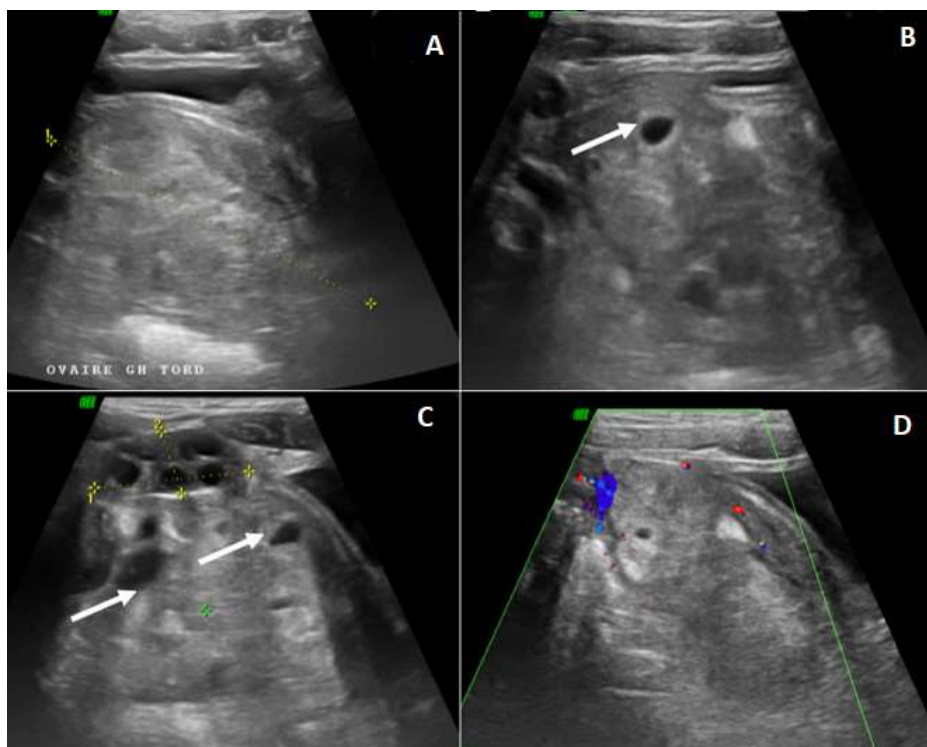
aspect échographique d'une torsion ovarienne gauche chez une jeune fille 6 ans, présentant une douleur de l'hypogastre et de la Fosse Iliaque Droite (FID) évoluant depuis 48 heures avec vomissements - A) ovaire gauche en position médiane, hypertrophié mesurant 7x6cm, d'aspect hyperéchogène, contenant des formations kystiques à disposition périphérique (flèche blanche B, C), absence de codage Doppler couleur (D), ovaire droit de morphologie et d'aspect normaux (C)
